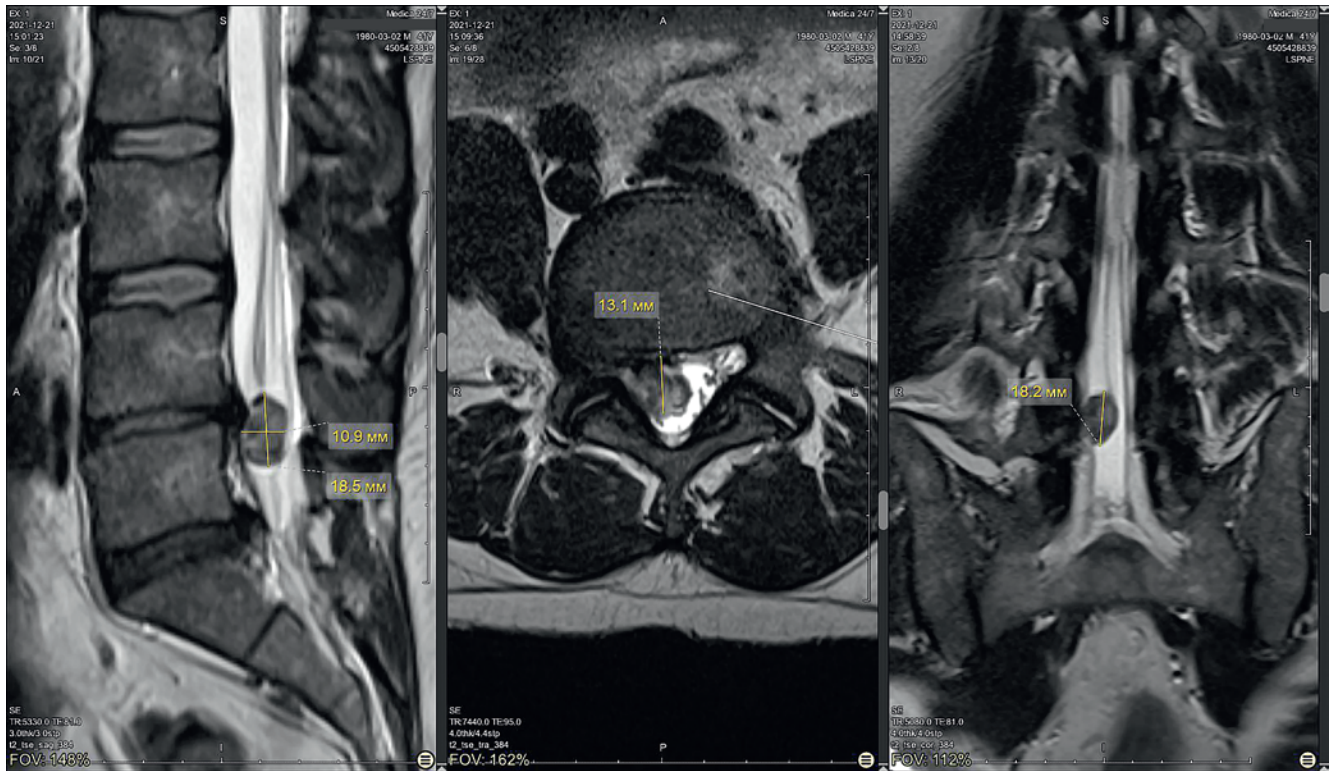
Исходная магнитно-резонансная томограмма пациента К. при обращении 22.12.2021: А) саггитальный срез, В) аксиальный срез на уровне межпозвонкового диска L₄–L₅, С) фронтальный срез
